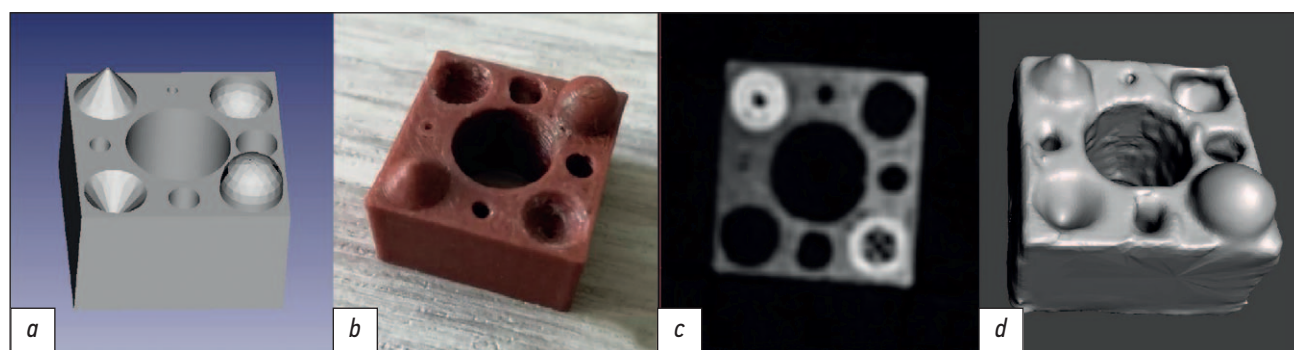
Внешний вид модели эталона 1 после этапов: *a* — параметрического моделирования; *b* — 3D-печати; *c* — КТ-сканирования (аксиальный срез, уровень окна +805 HU, ширина окна 3718 HU, большая плотность выступов обусловлена более тесной укладкой филамента в горизонтальной плоскости); *d* — создания полигональной сетки на основе КТ-данных. КТ — компьютерная томография.
